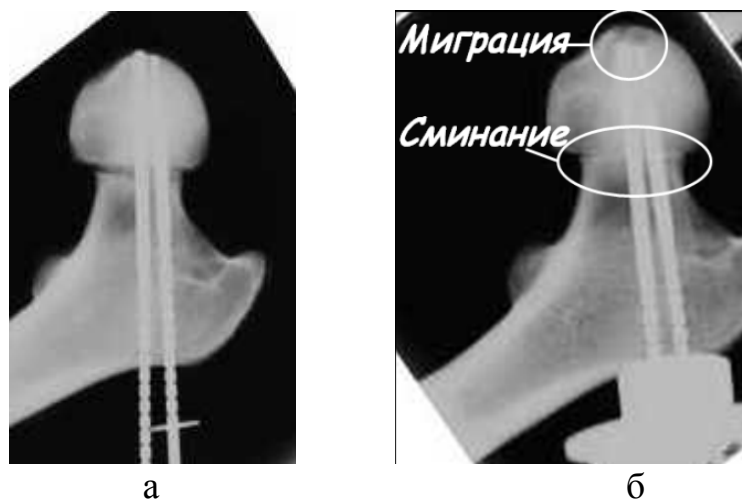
Рентгенограммы модели до испытания (а) и после испытания (б)
